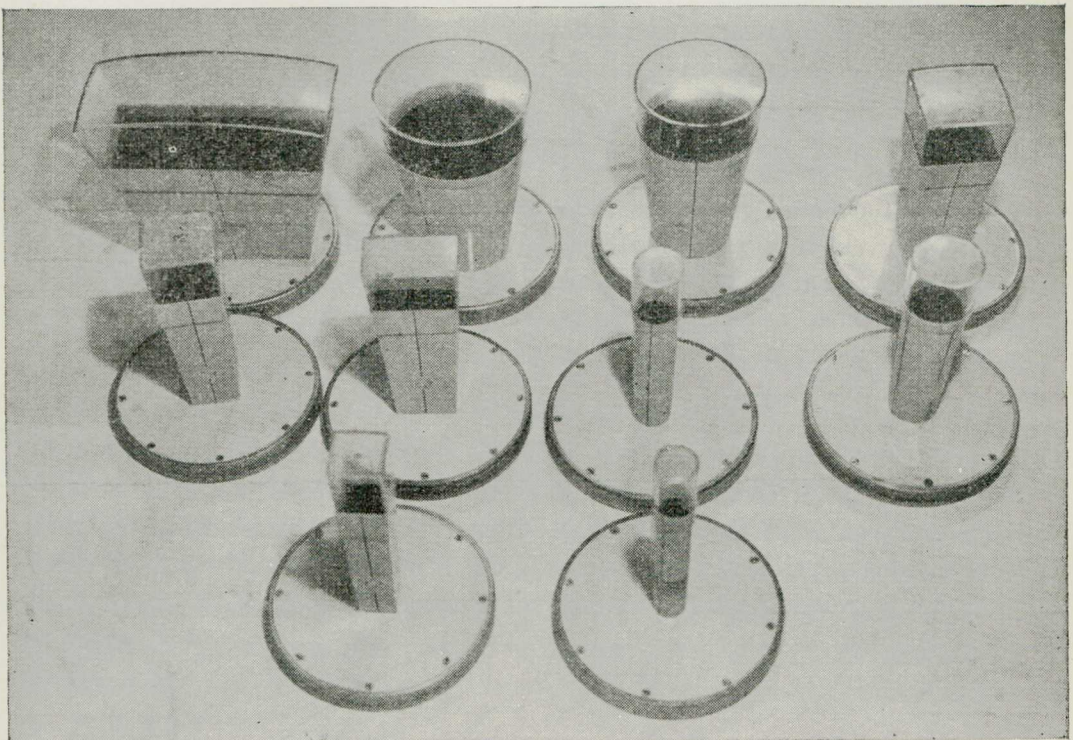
Localizadores para Roentgenerapia Profunda. As extremidades são transparentes para facilitar as localizações durante o tratamento.
